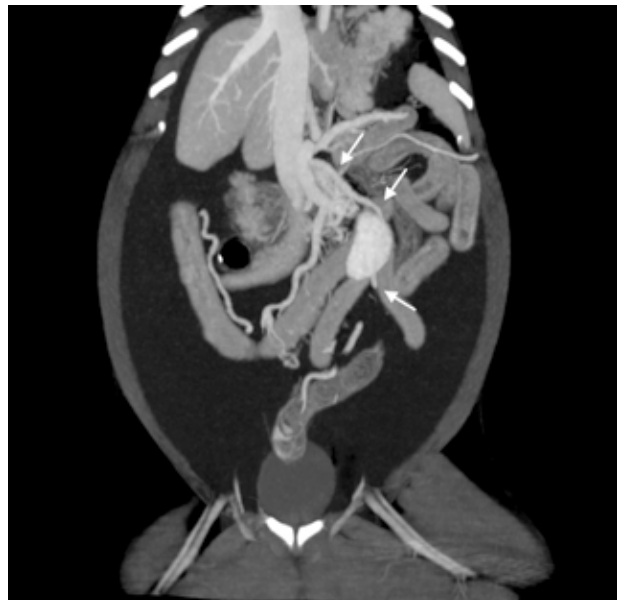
Imagen de tomografía computarizada dorsal tras la administración de contraste intravenoso, ventana de tejido blando y con proyección de máxima intensidad (MIP) con sumatorio de cortes. Se observa a partir de la vena porta un vaso que se dirige hacia caudal por el lado izquierdo del abdomen y lateral al riñón izquierdo para dejar de ser visualizado a nivel del recto (flechas).
